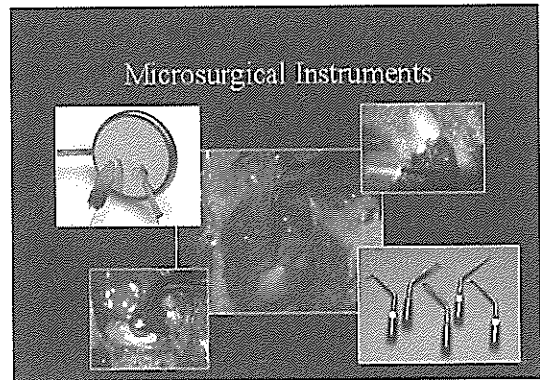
미세현미경수술시 사용되는 기구 (micromirror, Stropko irrigator, microburnisher, ultrasonic tip)
